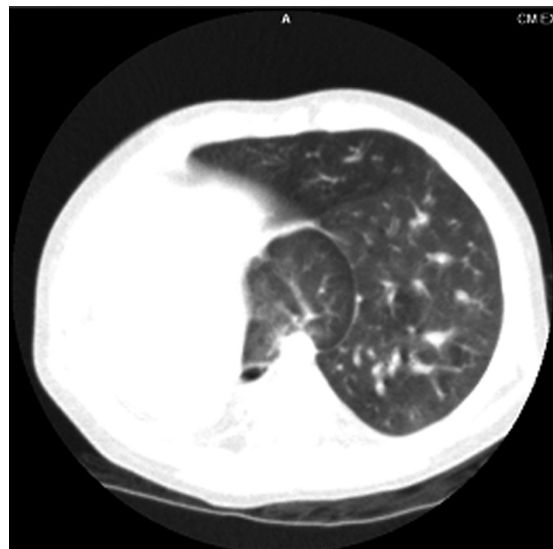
CT scan prezintă aspectul hipoplaziat al pulmonului drept cu pleură viscerală separată (săgeată). Pulmonul stâng secțiune prin lobul superior și inferior.
